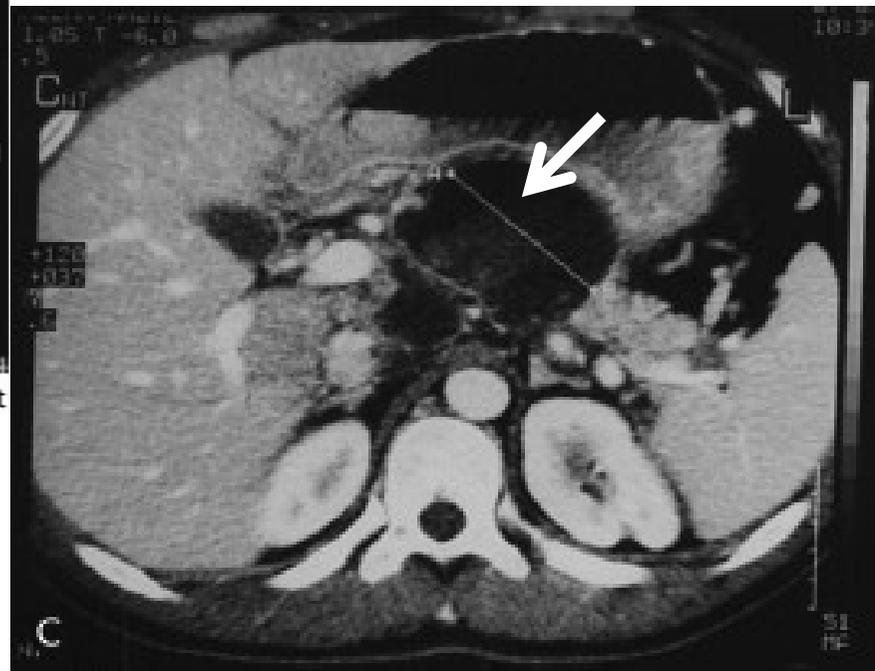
Computed tomography showing pancreatitis at stage C.
